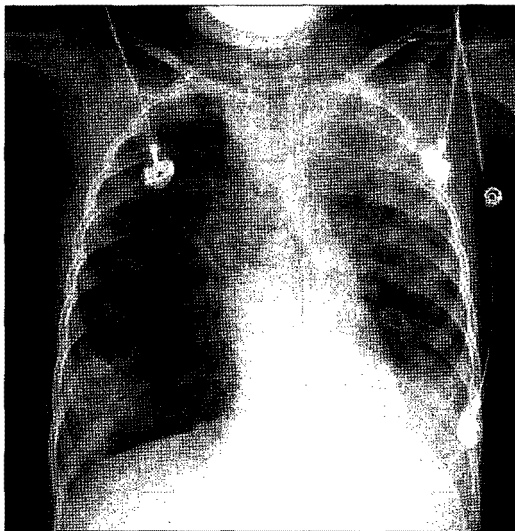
Preoperative chest X-ray showing multiple patch infiltration of both lungs and hyperinflated right lung.
